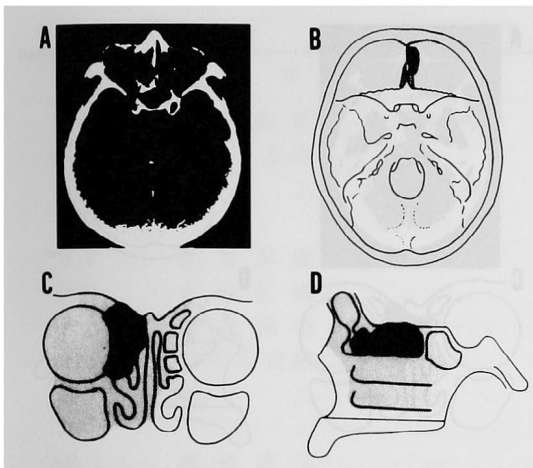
症例E1のCT像(A), 病巣(黒ぬり)と切除(灰色)の範囲(B, C, D).
